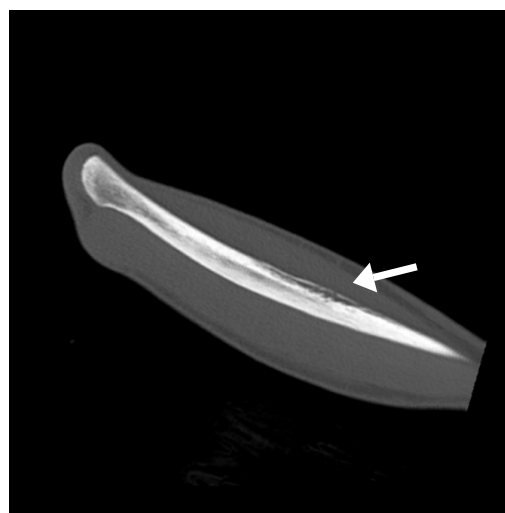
Corte coronal de tomografía computarizada (ventana ósea) del antebrazo derecho. La imagen muestra una irregularidad de la cortical en la diáfisis del cúbito (punta de flecha), hallazgo inicial que motivó la profundización del estudio con resonancia magnética.
